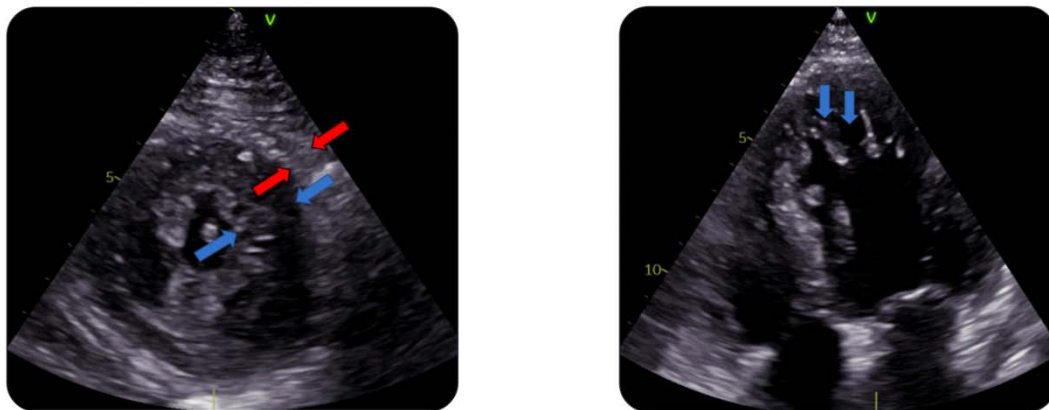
A gauche : coupe parasternale petit axe en télésystole montrant la double couche de myocarde. Couche compactée (flèches rouges) et couche non compactée (flèches bleues). A droite : coupe apicale 4 cavités en télédiastole permettant d'objectiver les trabéculations apicales ainsi que les récessus intertrabéculaires (flèches bleues). [114]
